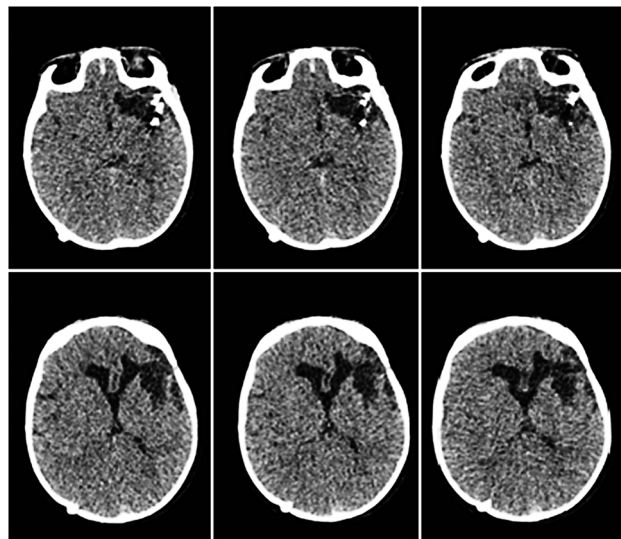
КТ головного мозга ребенка И., 7 месяцев, от 18.05.12, визуализируется клипс на левой СМА, значительное сужение боковых желудочков по сравнению с КТ от 16.01.12
